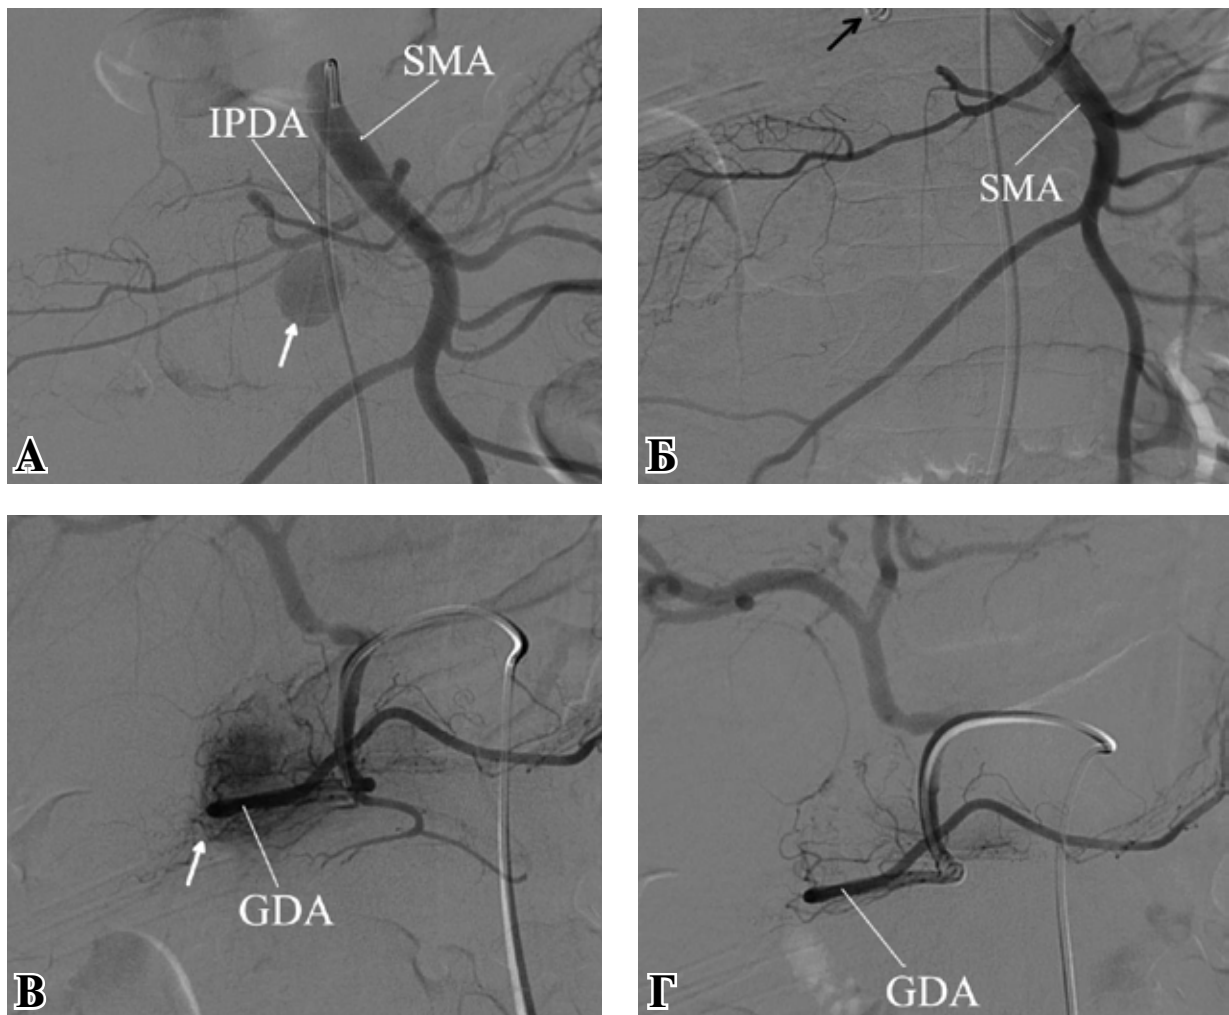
Этапы рентгенэндоваскулярного лечения при разрыве ПА нижней панкреатодуоденальной артерии (IPDA) – отмечено белой стрелкой (А) на фоне острого панкреатита. Выполнена рентгенэндоваскулярная окклюзия нижней панкреатодуоденальной артерии спиралью Gianturco (Б). При целиакографии выявлено, что дополнительным источником питания ПА является ветвь гастродуоденальной артерии (GDA) с экстравазацией контрастного вещества в забрюшинное пространство (В), в связи с чем выполнена эмболизация гастродуоденальной артерии микросферами Contour (Г). SMA – верхняя брыжечная артерия.
